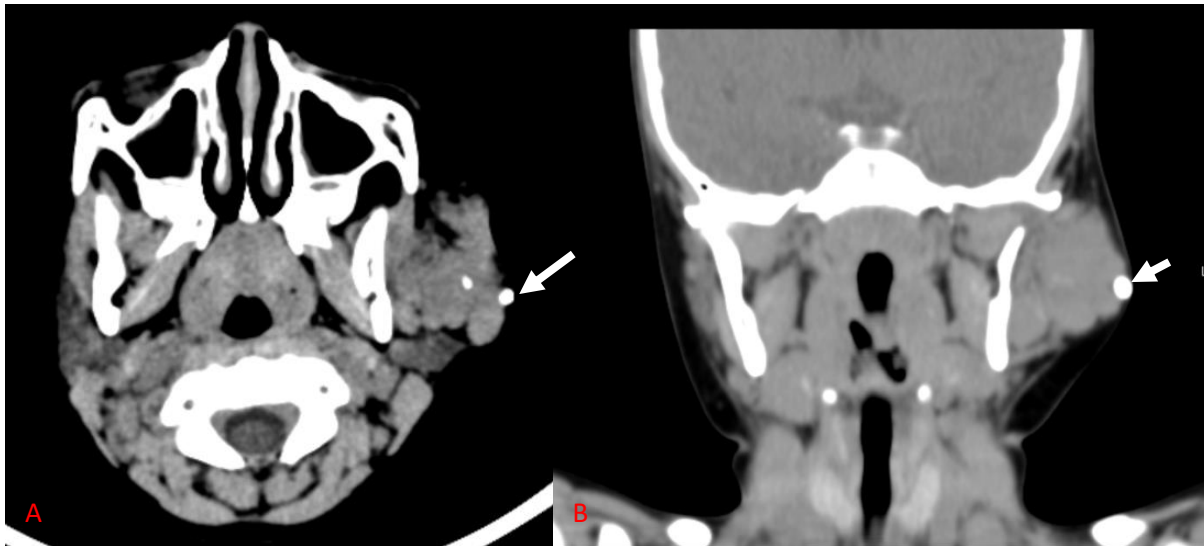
A – TC axial. Lesão com densidade de partes moles à esquerda. B – Reconstrução coronal de TC evidenciando relação da lesão com ramo ascendente do maxilar inferior. Seta branca – Flebólito.
